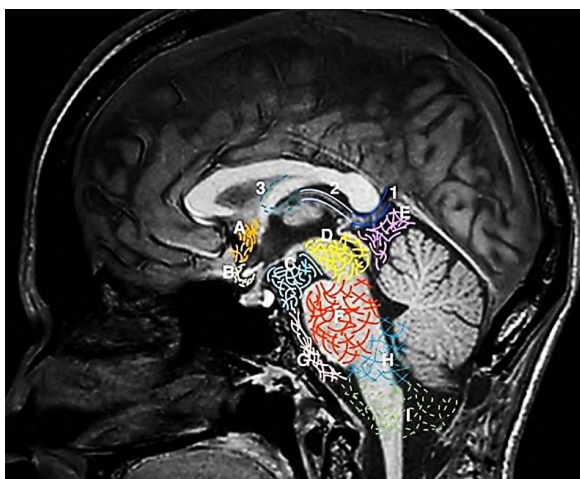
Цистерны головного мозга (МРТ норма – срединный сагиттальный срез):
